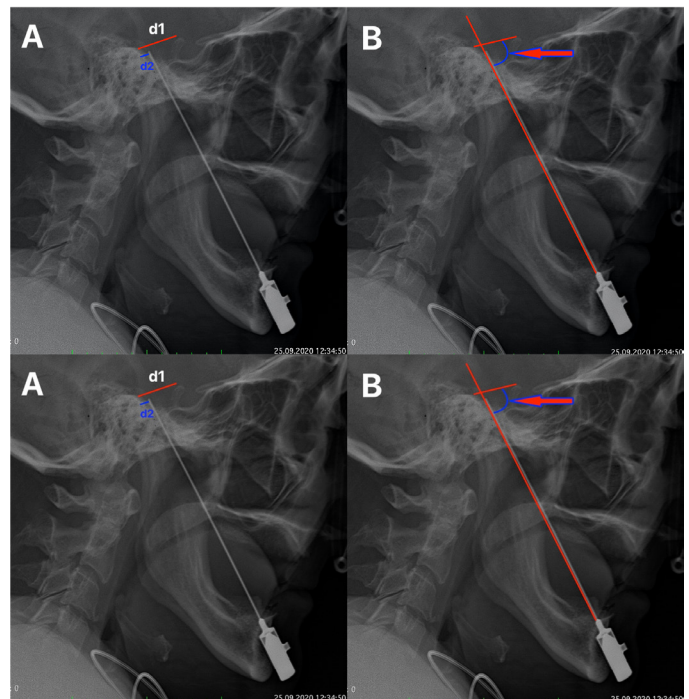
A) Distance parameters on the lateral X-ray of a patient: d1 (red line), the distance between the petrous apex and dorsum sellae and d2 (blue line), the distance between the needle tip and petrous apex. The d1:d2 ratio was measured. B) The angle between the line joining the petrous apex and dorsum sellae and the trajectory of the needle (arrow)
